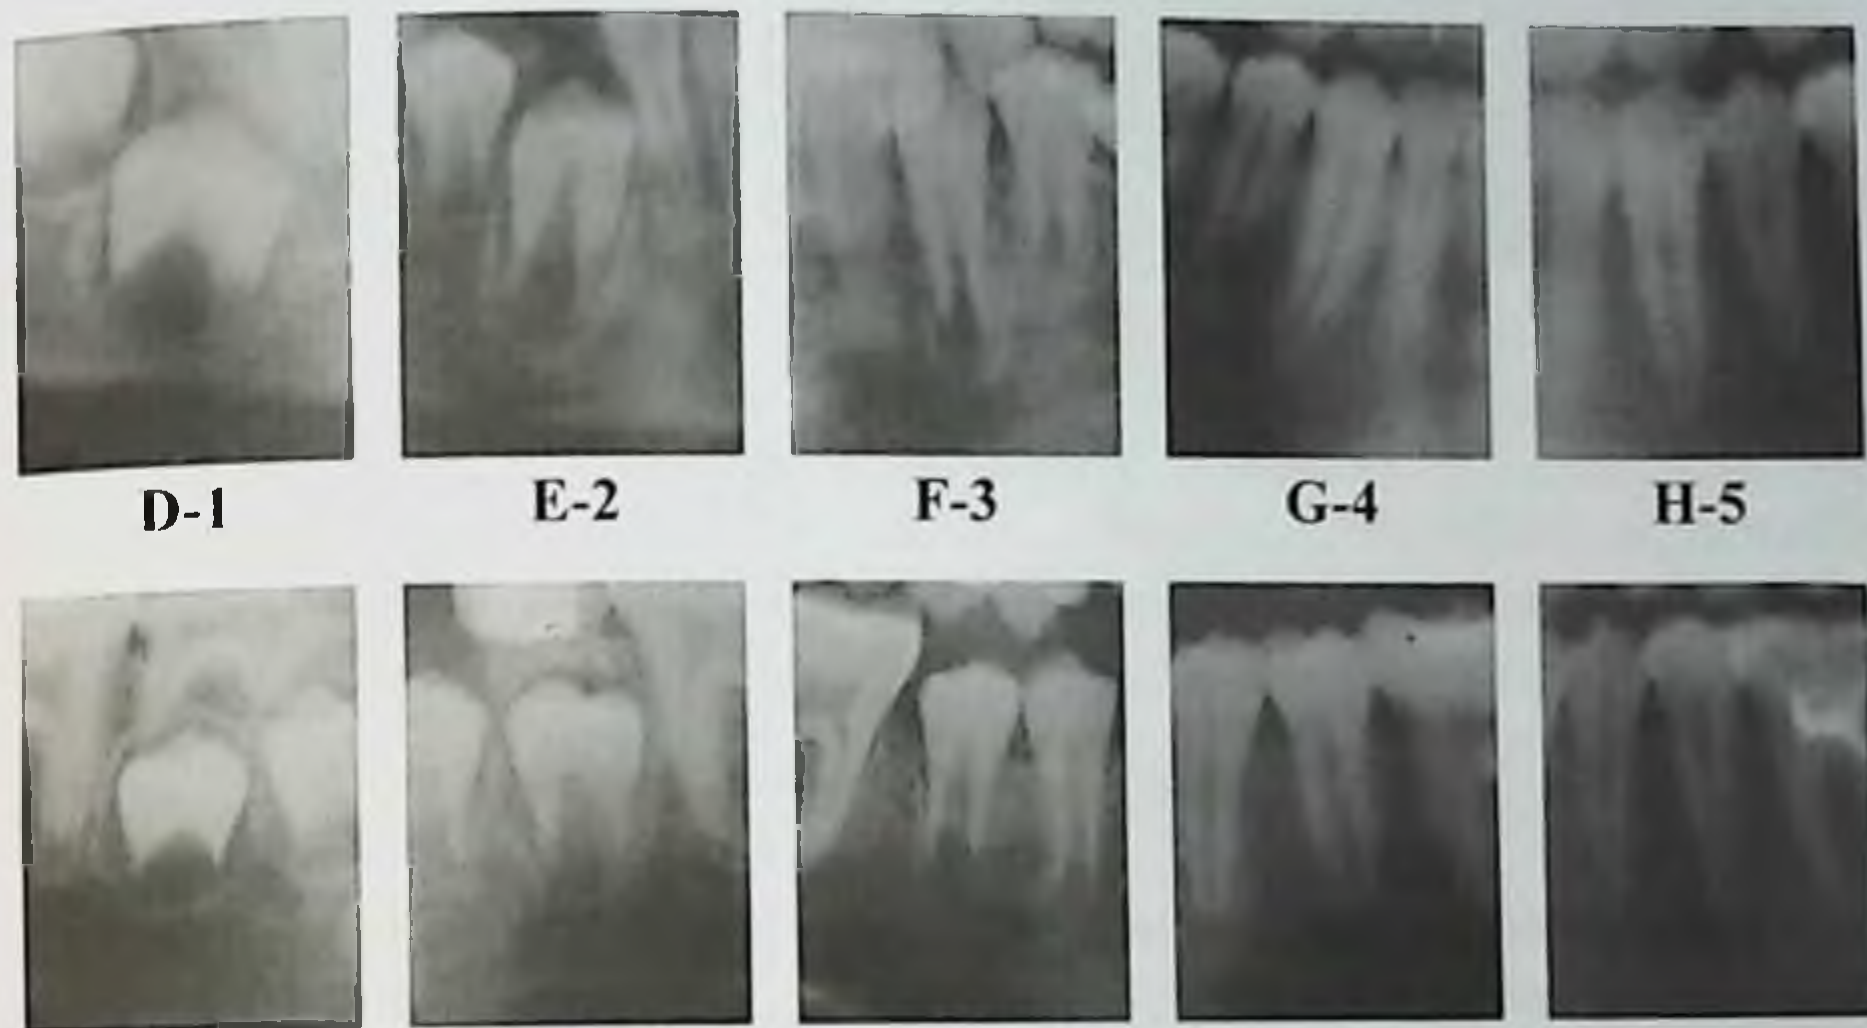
Стадии формирования корней зубов (Demirjian, 1973) на ортопантомограммах челюстей, переведенные в цифровые значения
